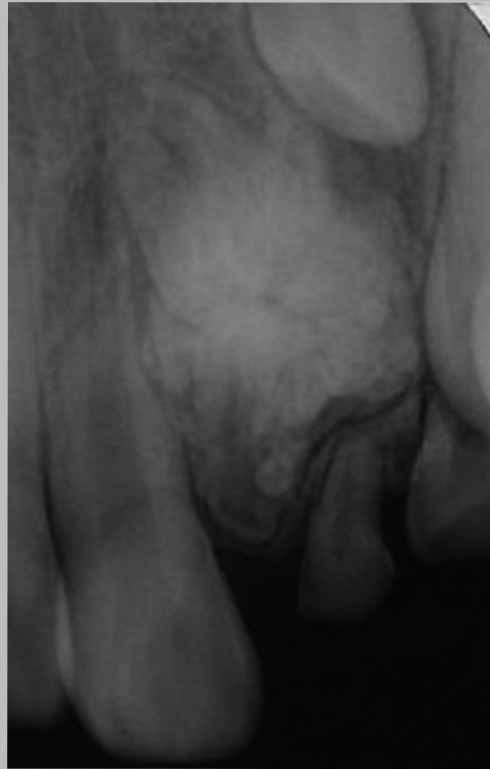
Radiografía retroalveolar de odontoma compuesto que impide la erupción de incisivo lateral.
